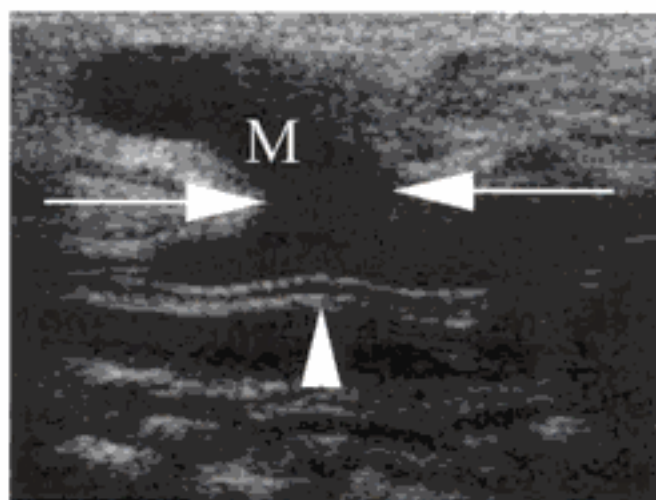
Méningocèle sacrée. Coupe échographique sagittale sacrée montrant la hernie d'une structure transsonore liquidienne (M) sans paroi visible, à travers un spina bifida (flèches blanches). Dans le canal sacré, le filum terminal est bien visible (tête de flèche).
